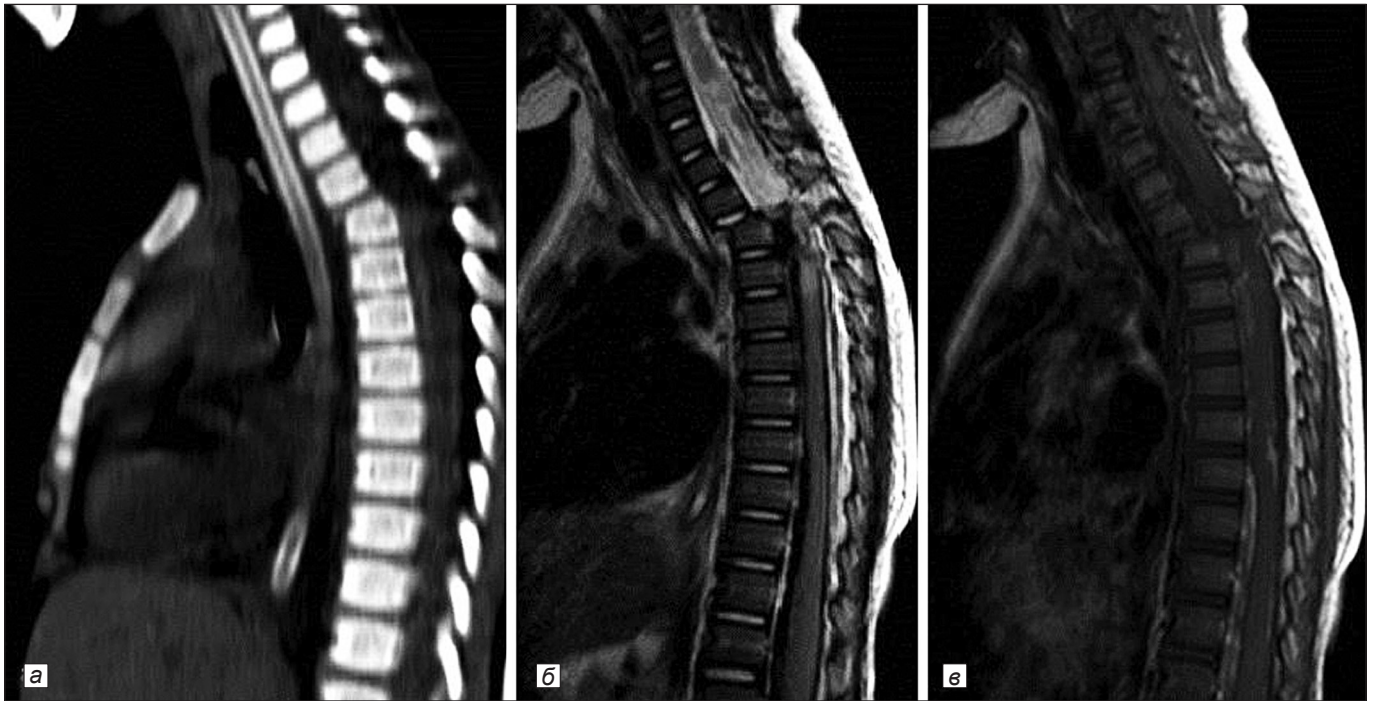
Пациент 2 года. *а* – КТ грудного отдела позвоночника, сагиттальная реконструкция. Вывих Th2 позвонка; осложненный, нестабильный перелом тела Th3 (повреждение продольной и желтой связок); перелом верхнего левого суставного отростка, ножки дужки; *б, в* – МРТ шейного и грудного отделов позвоночника, сагиттальные STIR-изображения. Полный перерыв спинного мозга на уровне C5–Th4, гематомия Th4–Th5; отек спинного мозга C2–C5 и Th4–Th12; вывих позвонка Th2 с антеспондилолистезом; разрыв задней и передней продольной связок на уровне Th2–Th4, желтой – на уровне Th1–Th4; субдуральная гематома на уровне Th1
